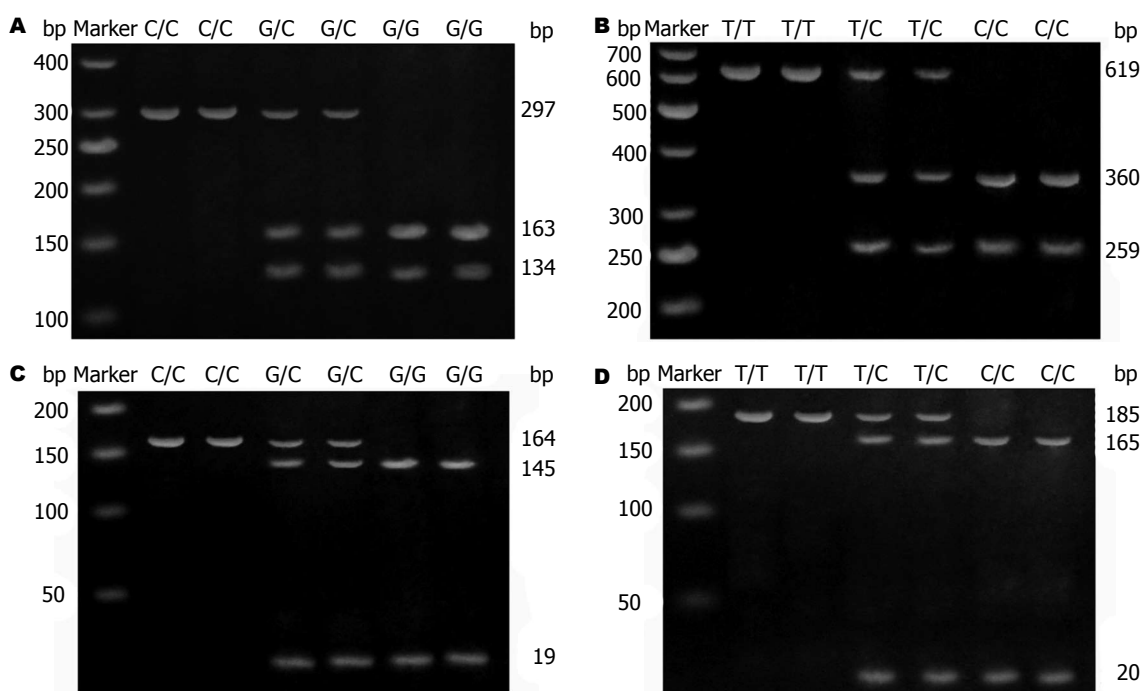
survivin*基因启动子区4处SNP酶切分型结果. A: -31G/C位点GG型: 163、134 bp, CC型: 297 bp, GC型: 163、134、297 bp; B: -625G/C位点CC型: 360、259 bp, TT型: 619 bp, TC型: 360、259、619 bp; C: -644T/C位点GG型: 145、19 bp, CC型: 164 bp, GC型: 145 bp、19、164 bp; D: -241T/C位点CC型: 165、20 bp, TT型: 185 bp, TC型: 165、20、185 bp.
